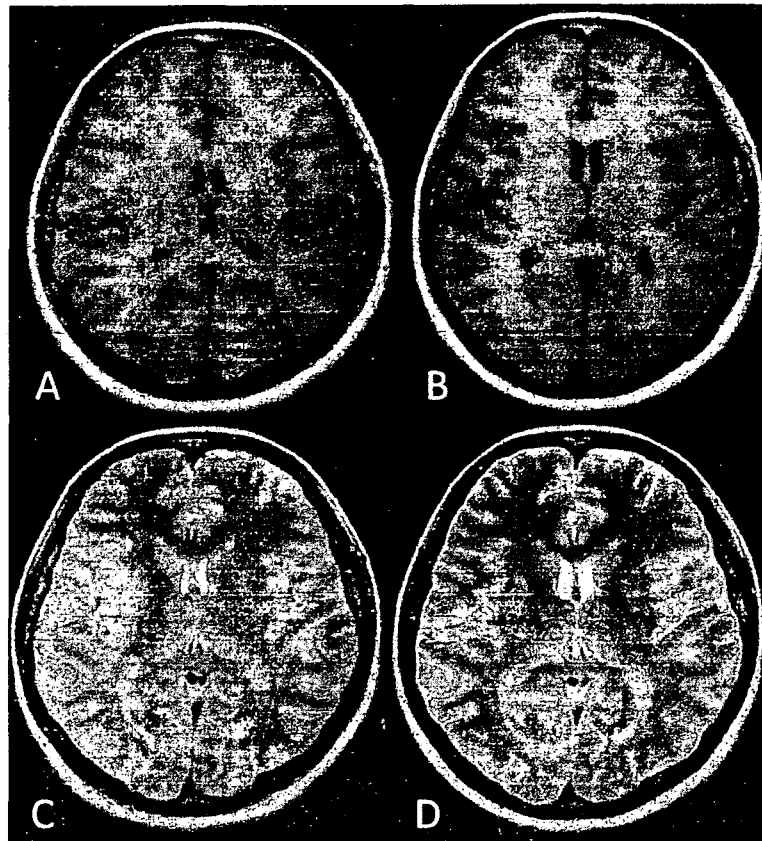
Brain MRI on admission (A, C) and on 18th day (B, D)
